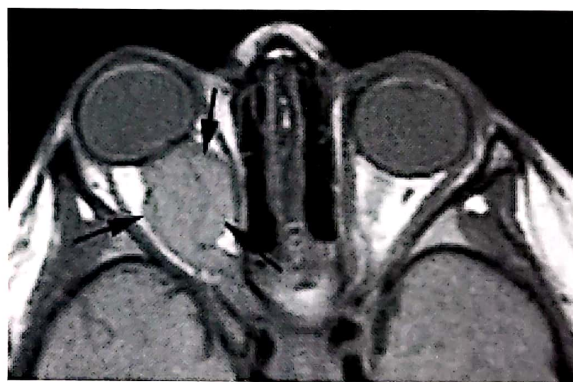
N.A., 6 ani. RMN axial T1 fără contrast. Gliom de nerv optic drept. Tumoră izodensă retrobulbară, îngroșarea fusiformă a nervului optic.
